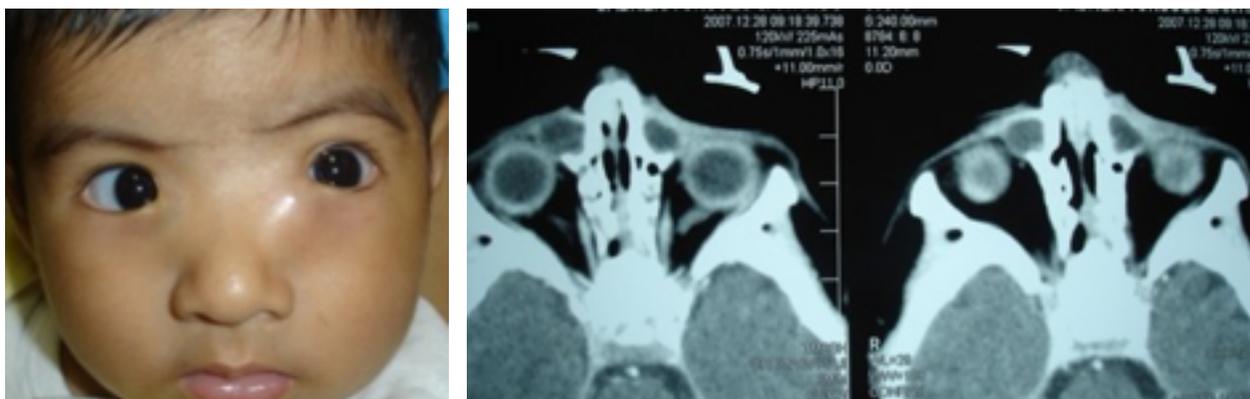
Síndromes y enfermedades asociadas con malformaciones craneofaciales que afectan la vía lagrimal. A. Hipertelorismo y masa que desplaza el canto medial hacia arriba. B. TAC de la imagen A que demuestra la presencia de dacriocistocele. C. Síndrome de Rubinstein Taybi con dacriocistitis izquierda. D. Síndrome de Goldenhar y disgenesia de vía lagrimal superior acompañado de coloboma del párpado superior y apéndice preauricular.
